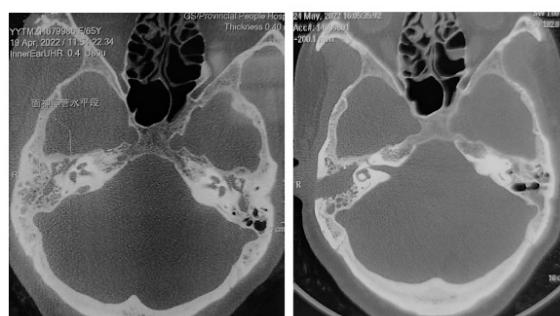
Preoperative CT of temporal bone (L), Postoperative CT of temporal bone (R)
